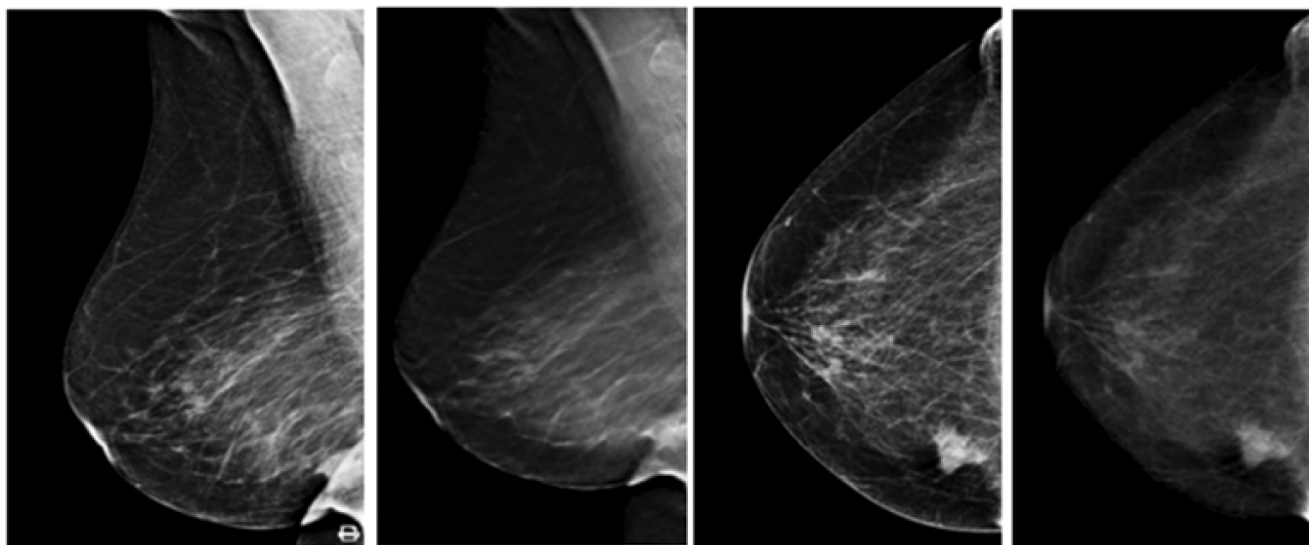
Цифровая рентгеновская маммография правой молочной железы с томосинтезом: в нижневнутреннем квадранте неоднородное плотное новообразование неправильной формы с неровным краем. В переднем отделе локальные изменения структуры ткани
